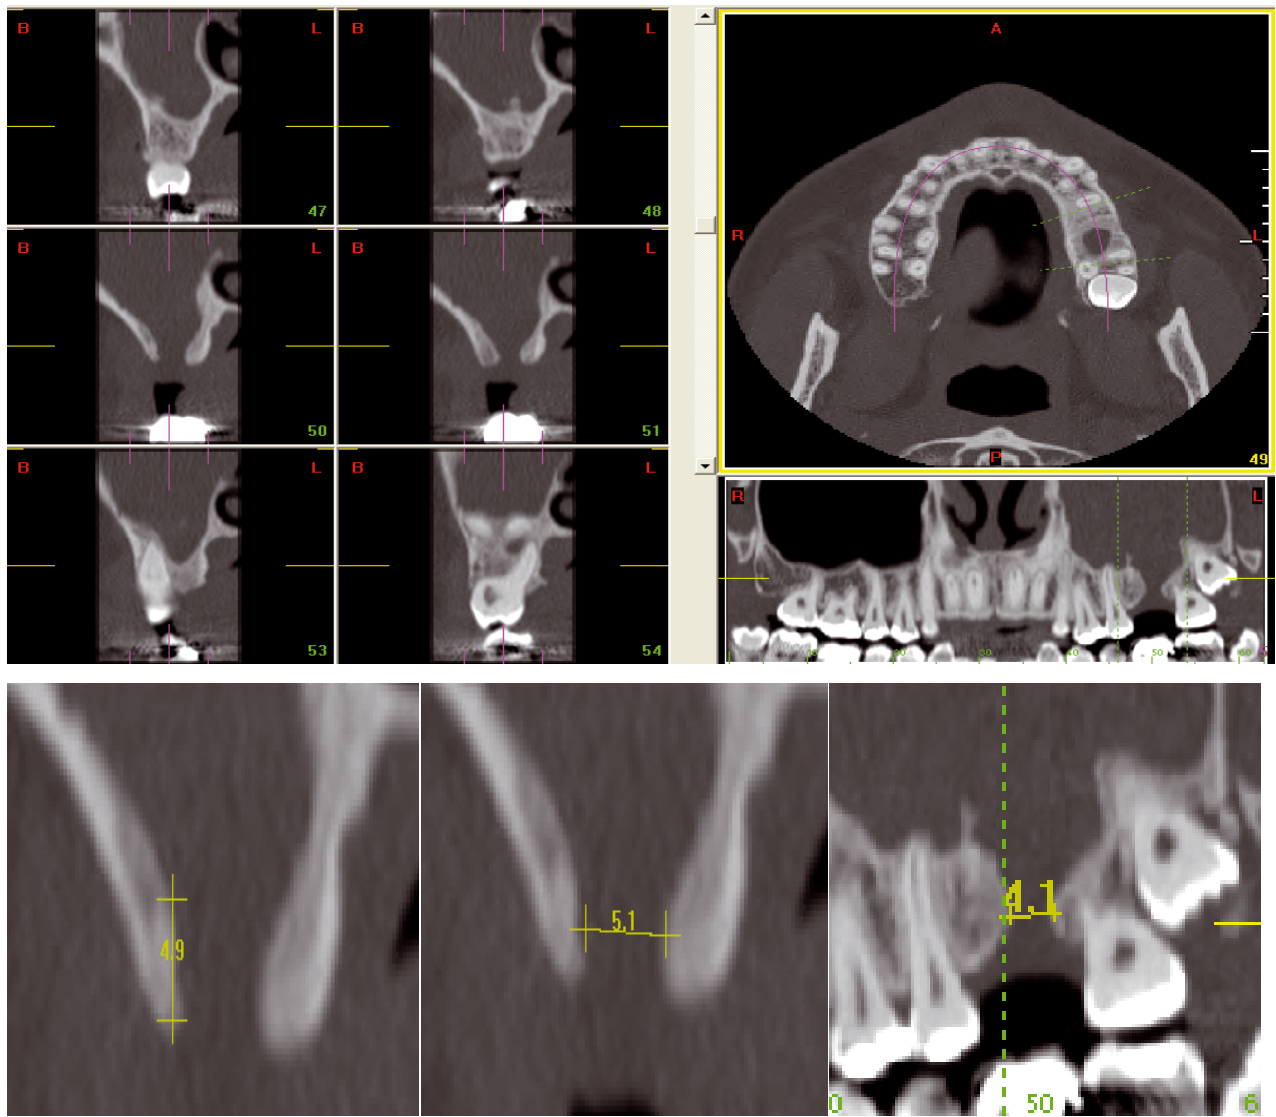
un CT-scan analysé avec le logiciel DentaPCR mettant en évidence la CBS et l'inflammation de la muqueuse du sinus maxillaire gauche.
